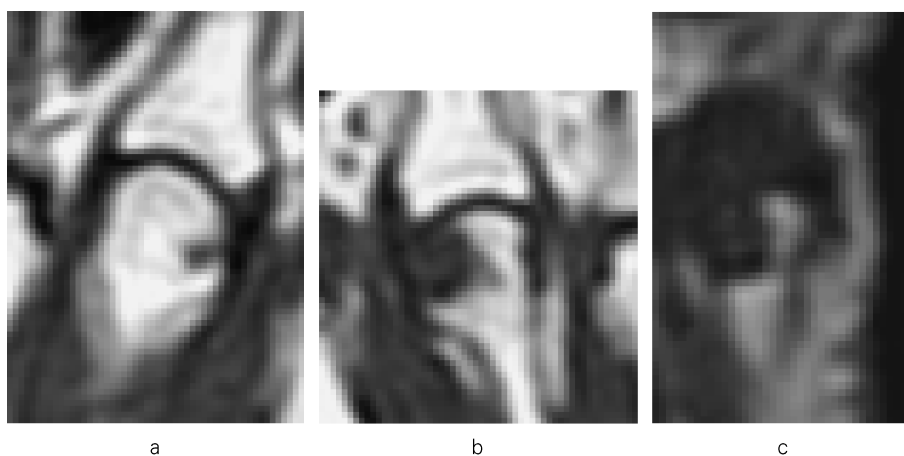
Assessment of bone erosions in the metacarpophalangeal joint by MR imaging. (a) An erosion on the radial aspect of the metacarpal bone is seen on T1-weighted image, corresponding to grade 1. (b) An erosion on the radial aspect of the metacarpal bone is seen on T1-weighted image, corresponding to grade 3. (c) An erosion on the radial aspect of the metacarpal bone is seen on T1-weighted image, corresponding to grade 8.
